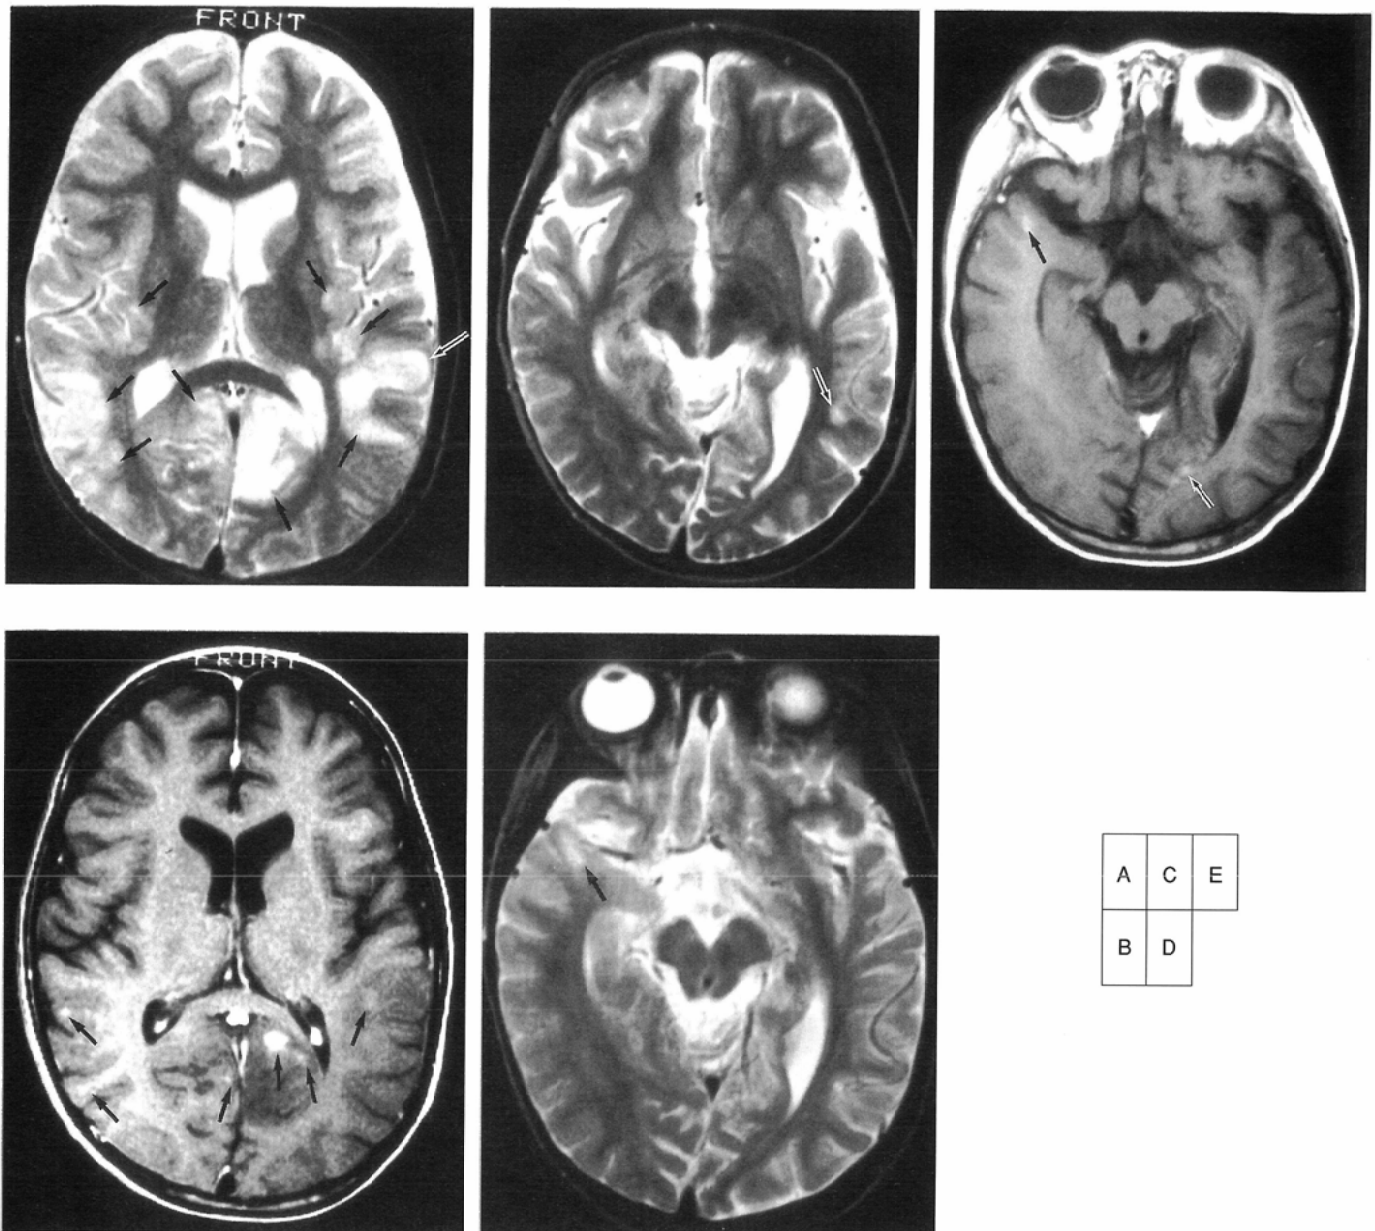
Case 3. (A), (B): initial MRI. (A) T2-weighted axial image shows multiple abnormal hyperintense areas (arrows) in the cerebral sub-cortical white matter, the cortical gray matter of the left occipital lobe, and the bilateral external capsules. (B) contrast-enhanced T1-weighted axial image shows contrast enhancement (arrows) of all lesions but the lesions of the bilateral external capsules. (C): 21 days after the initial MRI. T2-weighted axial image shows a residual lesion (arrow) in the left temporo-occipital region. (D), (E): 6 months after the initial MRI. (D) T2-weighted axial image shows recurrent lesion in the right temporal subcortical white matter (arrow). (E) contrast-enhanced T1-weighted axial image shows contrast enhancement of the recurrent lesion (arrow). The left occipital hyperintense area (open arrow) reflects a flow artifact from the superior sagittal sinus.
